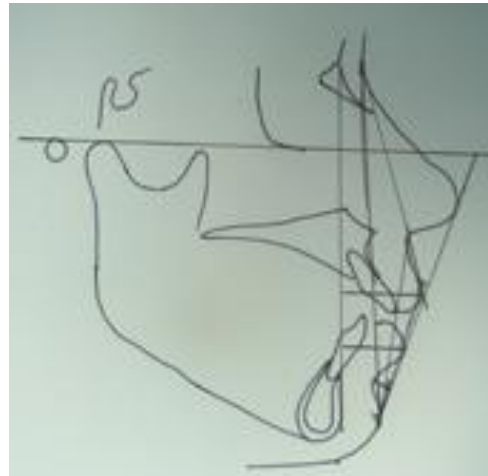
Radiografía cefálica lateral y trazado inicial
